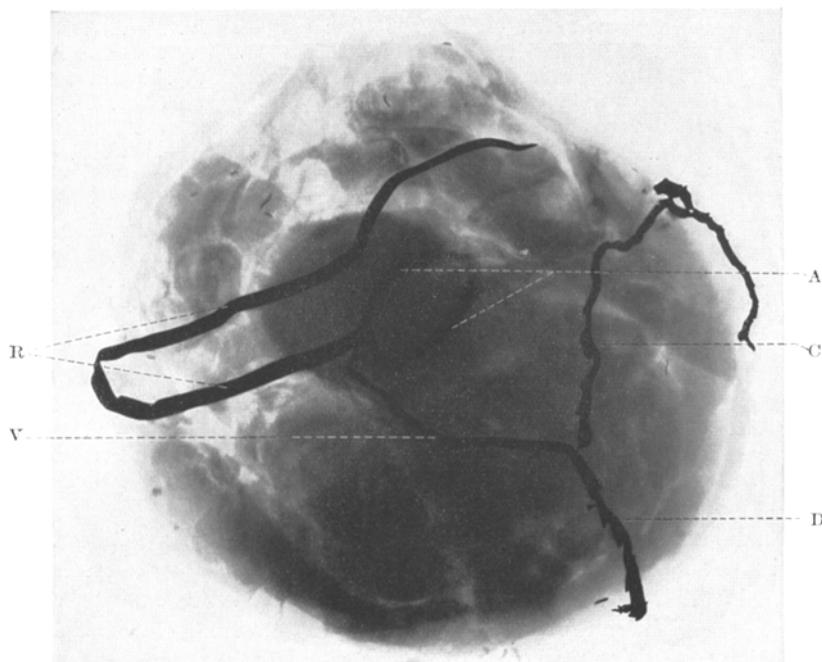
Röntgenbild des Leichenherzens schräg von oben (basal apical) Kranzgefäß mit Bleistreifen ausgelegt. A Aortenostium, R rechte Kranzarterie, D Ramus desc. ant., C Ramus circumfl., V verbindender Septumast zwischen rechter Coronarmündung und Descendens und Circumflexa.
